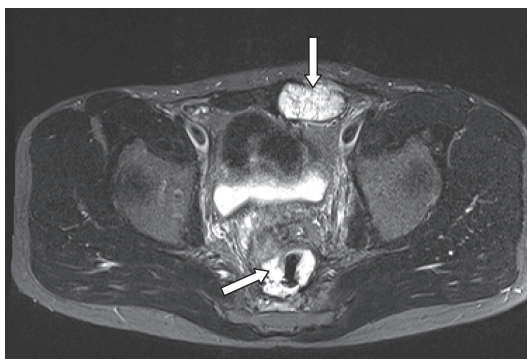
1В. МРТ малого таза, T2-взвешенное изображение с подавлением сигнала от жира
